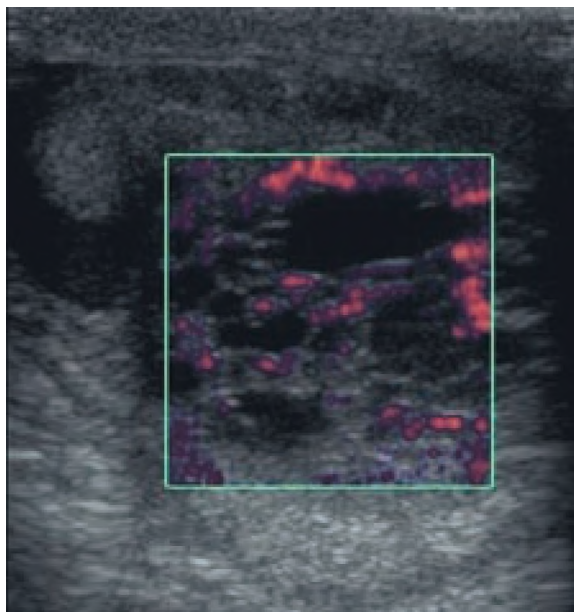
Power Doppler – lymphangioma of the scrotum.
